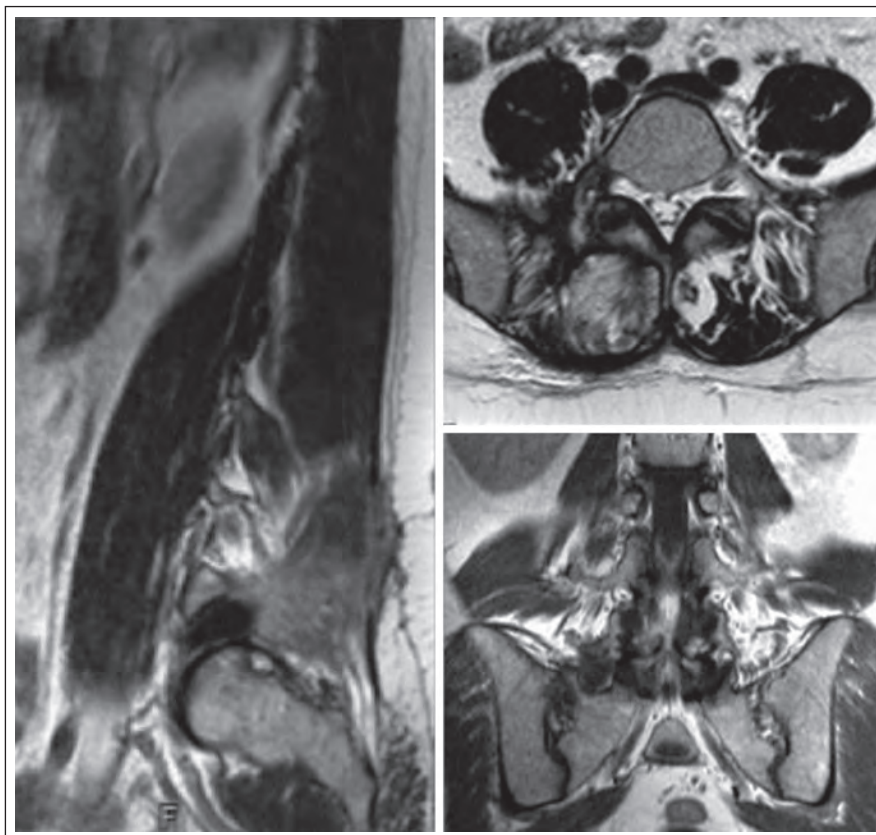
Vyšetření magnetickou rezonancí v T1, T2 vážených projekcích a po podání kontrastní látky – nález před operací.
